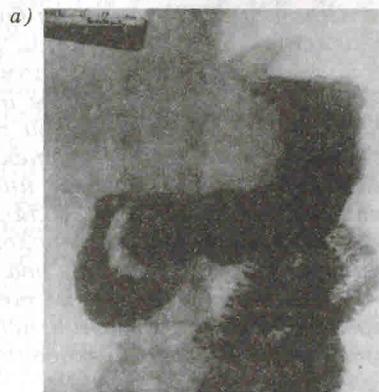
Обзорная рентгенограмма (а) желудка больного Р. С. А. через 2 года после стволовой ваготомии с пилоропластикой по Гейнеке—Микуличу. (Желудок не расширен, эвакуация содержимого нормальная); прицельная рентгенограмма (б) желудка того же больного. (На малой кривизне имеется язвенная «ниша»); обзорная (в) и прицельная (г) рентгенограммы желудка того же больного после проведенного курса противоязвенной терапии. (Выздоровление)
